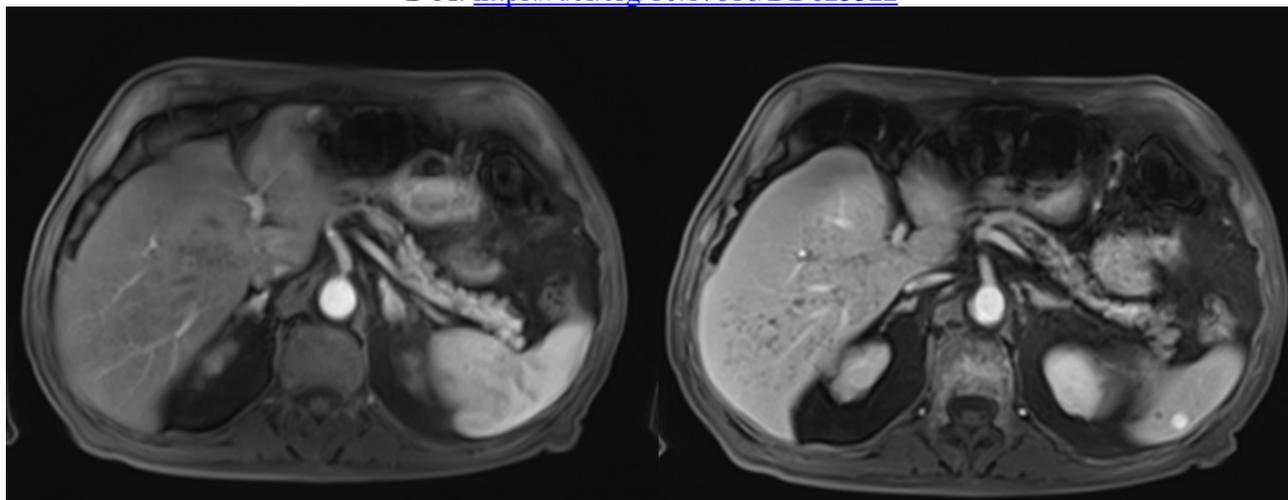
Магнитно-резонансная томография (аксиальный срез) с последовательностью T1: гипоинтенсивные очаги без значительного контрастного усиления в артериальной и венозной фазах.
